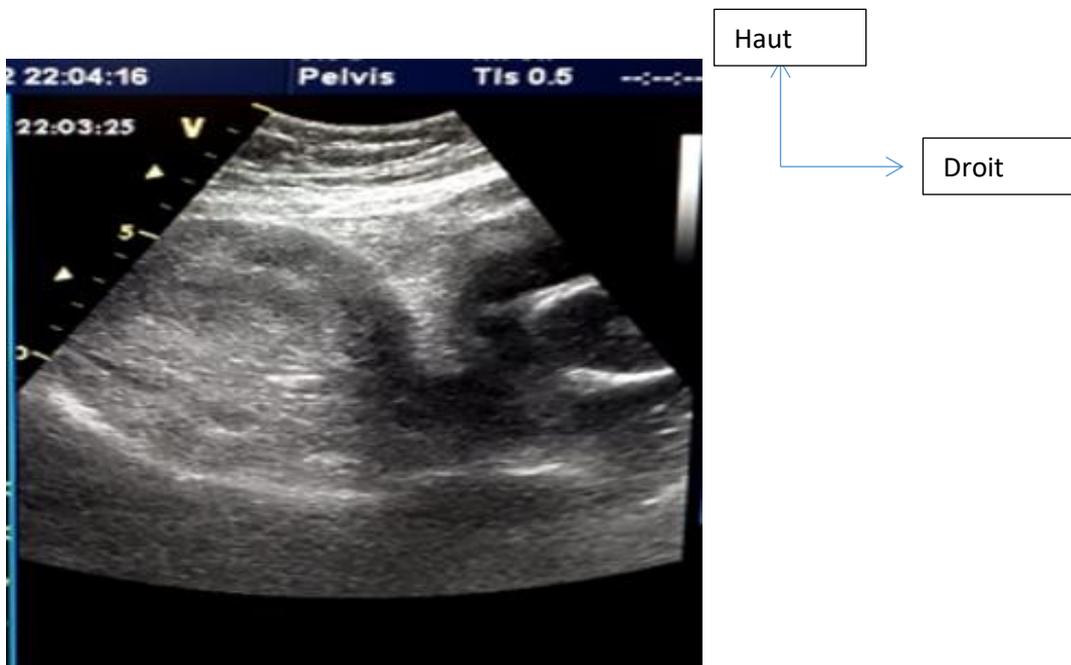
Aspect échographique en coupe sagittale montrant les deux cornes divergentes dont la corne droite est vide et la corne gauche est le siège de la grossesse.
